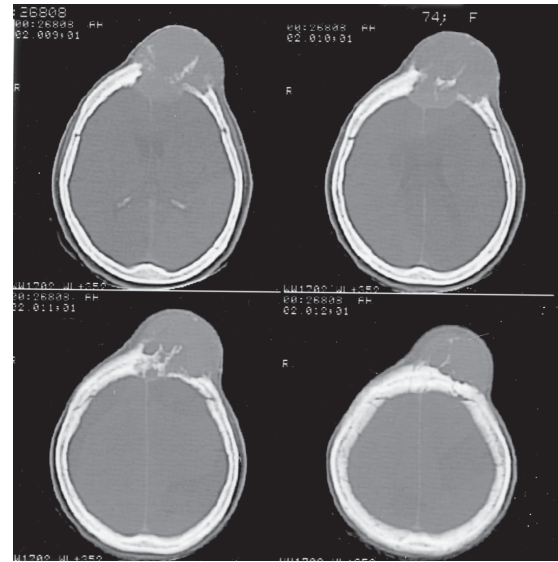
Tomografia computadorizada. Lesão hiperdensa destruindo o osso frontal e invadindo a cavidade intracraniana.
